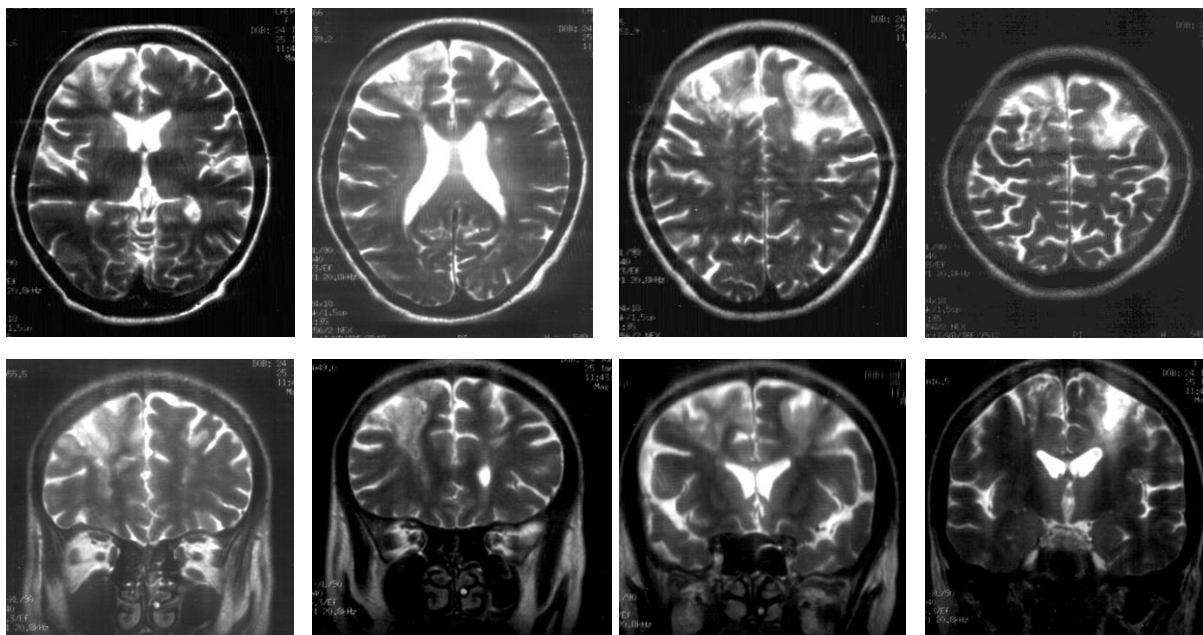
Пациентка Ч., 43 лет. МРТ-сканы 25.01.08
